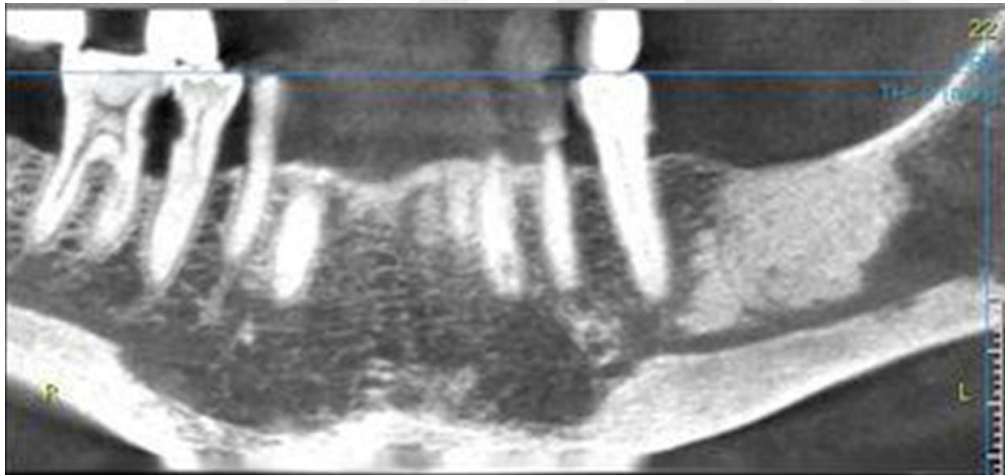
C) Dental Panoramik radyografide inferior kortikal kemik sınırının gizlenmesi ile periosteal yeni kemik oluşumunun gerçekleştiği öngörülebilir. E) Aynı hastadan alınan bilgisayarlı tomografi *cross-sectional* ve F) Geniş açılı-psödo panoramik kesitlerinde bölgedeki periosteal reaksiyon işaretli alanlarda izlenmektedir [14]
